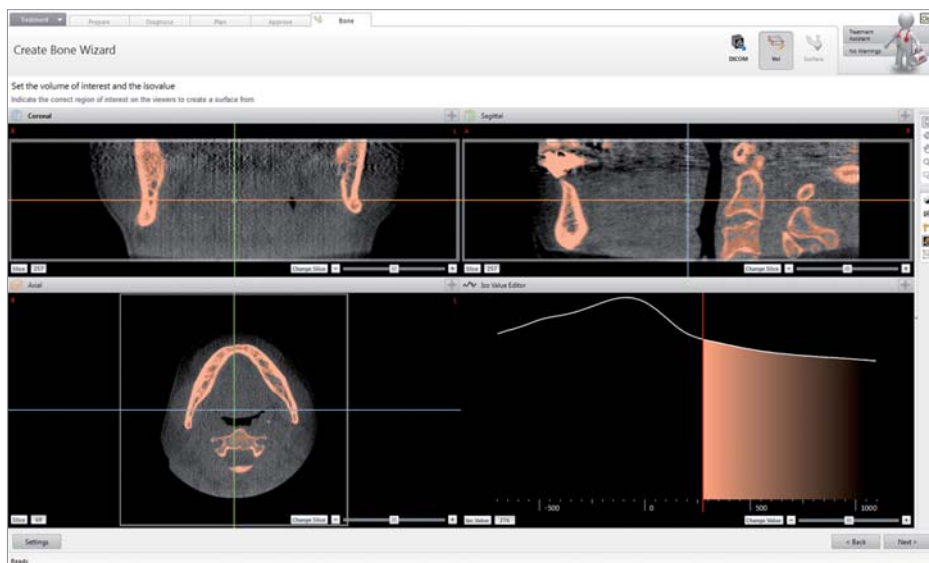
Bildliche Darstellung des neuen CT-Konverters. Der rötliche Bereich visualisiert die zur 3-D-Objekt-Generierung verwendeten Areale.
